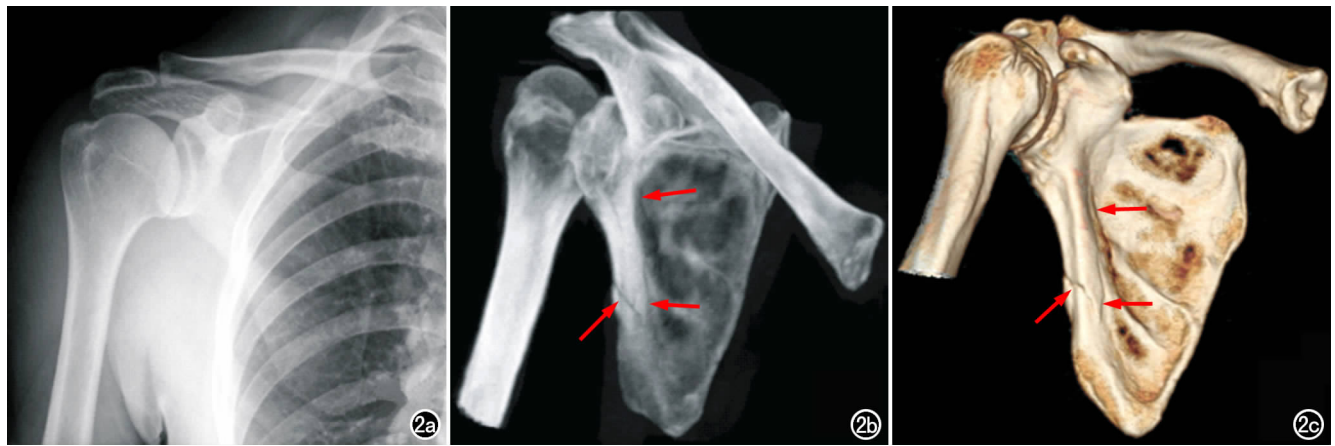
右肩胛骨多发骨折。a) X线平片对右肩胛骨多处骨折线显示不清; b) MIP图像可以清晰显示多处骨折线影(箭), 移位不明显; c) VR图像对骨折显示更富立体感(箭)。
